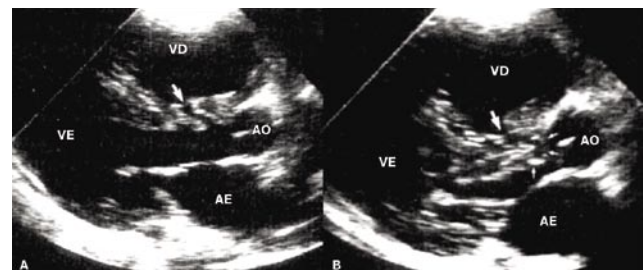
Ecocardiograma paraesternal longitudinal do ventrículo esquerdo mostrando em diástole (A) defeito septal ventricular muscular (seta maior) e em sístole (B) abaulamento e protrusão do folheto septal tricúspide através do defeito (setas), levando a obstrução da via de saída do ventrículo esquerdo. AE: átrio esquerdo; AO: aorta; VD: ventrículo direito; VE: ventrículo esquerdo; VP: valva pulmonar.
